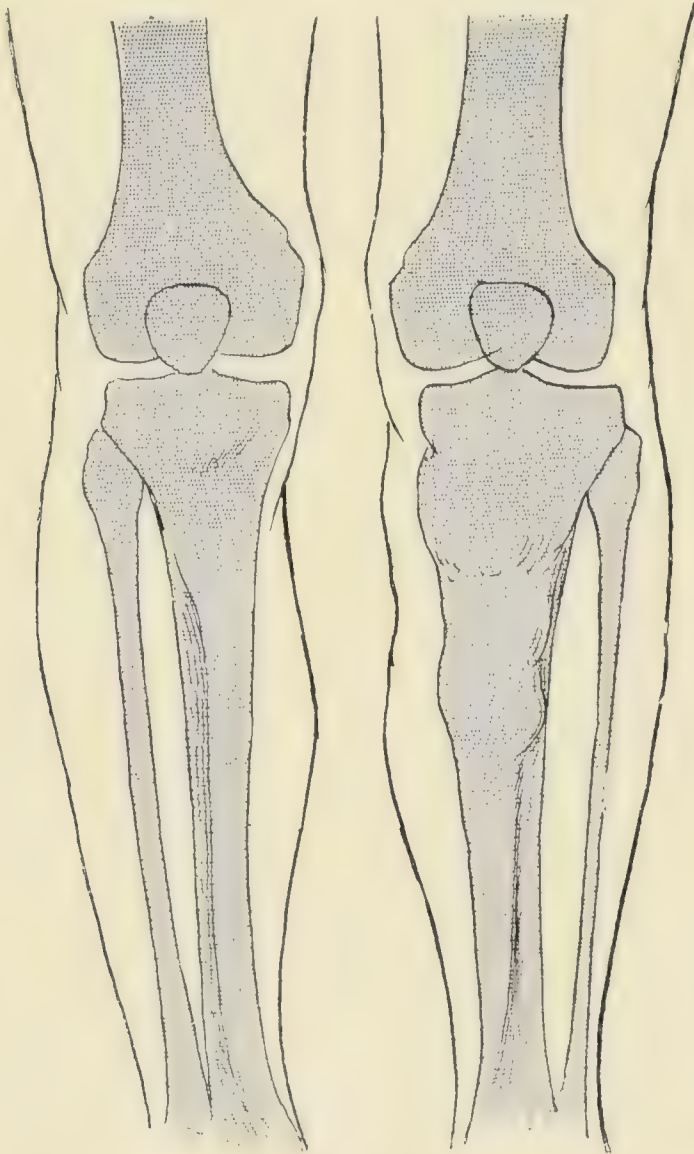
Osteomyelitis der linken Tibia (nach einer Radiographie). Der Knochen ist verdickt, unregelmäßig, höckerich. Diese Schwellung hat keine so markierten Grenzen wie die des Osteosarkoms. Die rechtsseitige Tibia ist gesund und normal.
